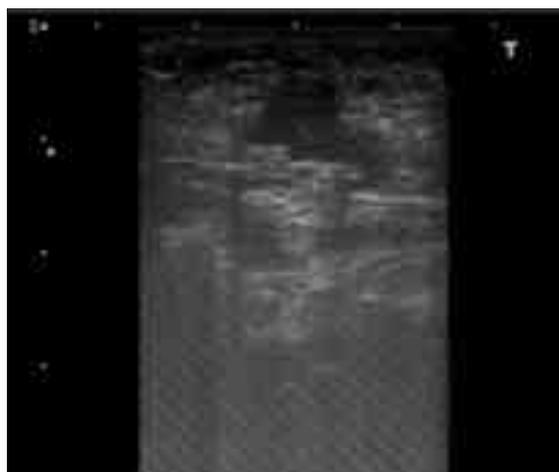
Stessa immagine della figura 13 ottenuta tramite ecografo. L'apparecchio a radiofrequenze produce un'interferenza sul segnale della sonda che spiega l'artefatto visibile nell'immagine.
